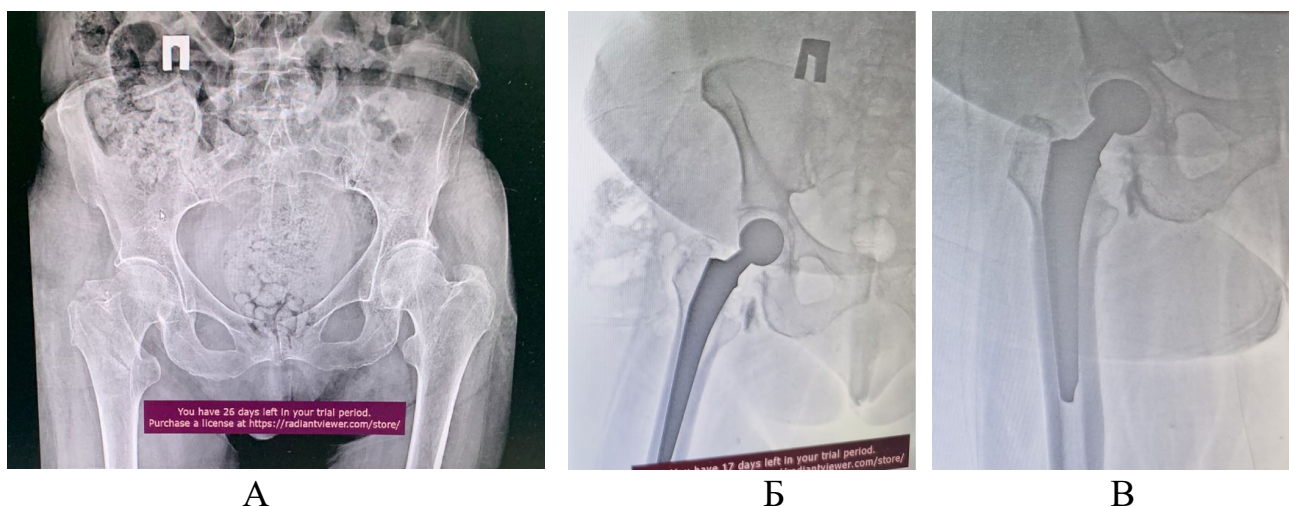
Рентгенограммы тазобедренного сустава пациентки Х. 69 лет: А – при поступлении; Б – непосредственно после ЭТБС; В - через год после ЭТБС.
